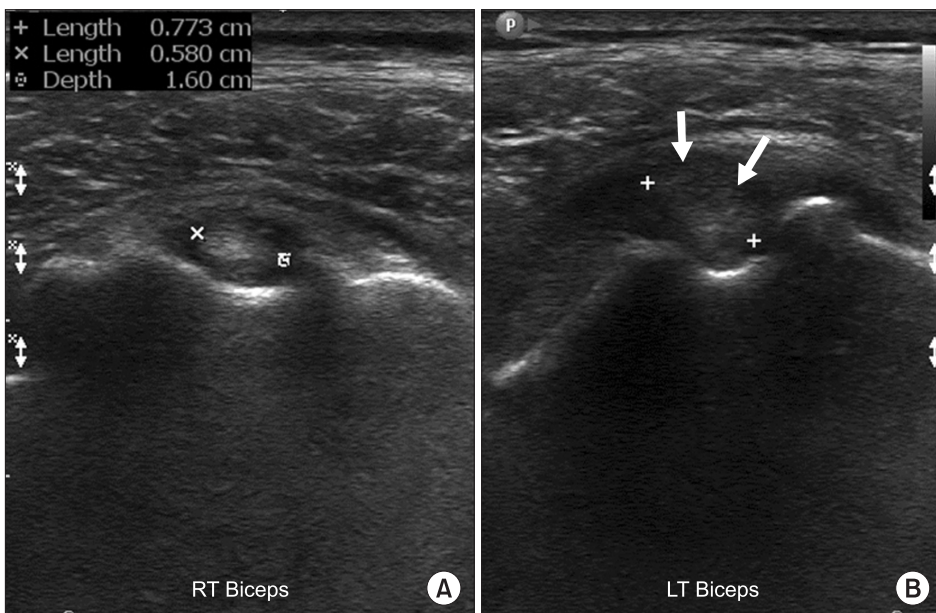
Ultrasonography of the short axis of the long head of biceps tendon showing normal diameter (RT) (A) and the swollen tendon (LT) (arrows) (B). RT, right; LT, left.
